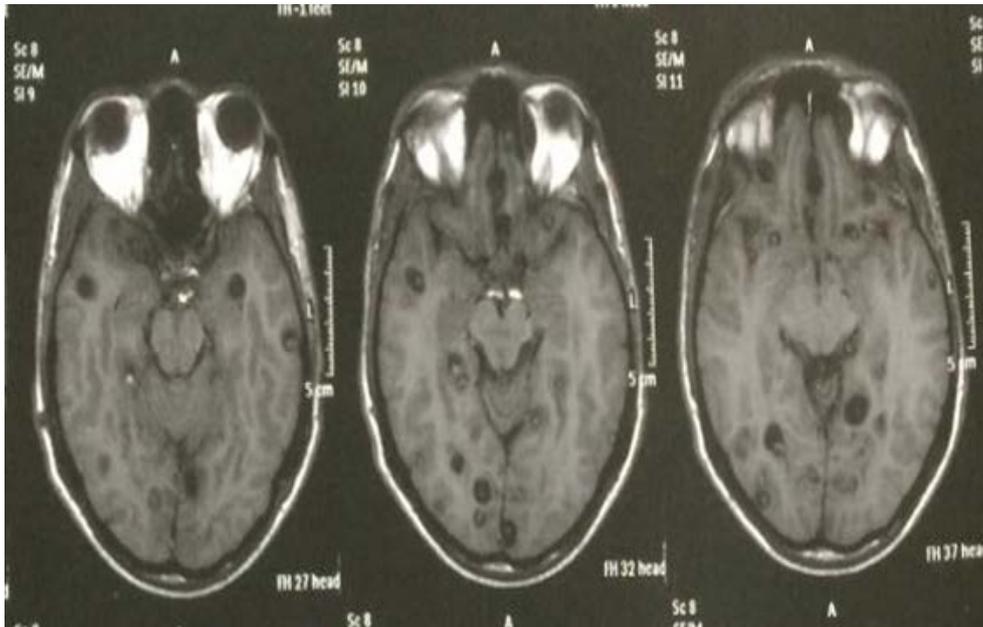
Ressonância magnética de crânio, em sequência Axial FLAIR, com múltiplos cisticercos alojados no encéfalo.
